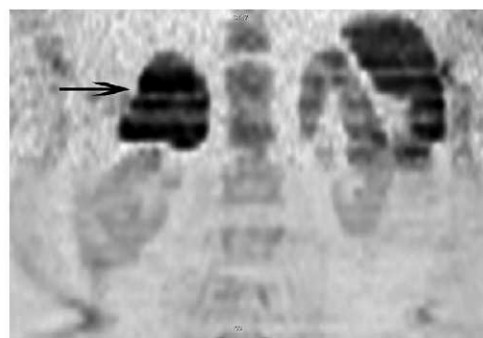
Coronal diffusion-weighted 3 T magnetic resonance image showing a right large cortical adrenal carcinoma (arrow) displaying low signal intensity relatively to other organs except for the spleen.
